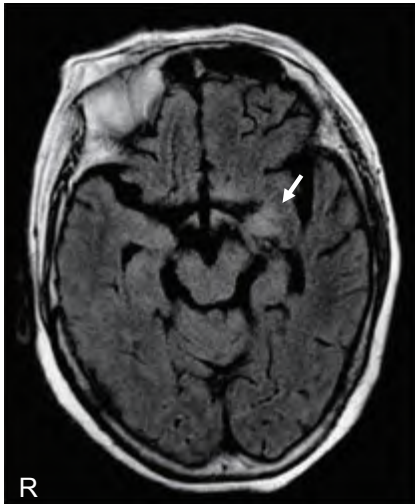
辺縁系脳炎を呈した橋本脳症患者の頭部MRI
